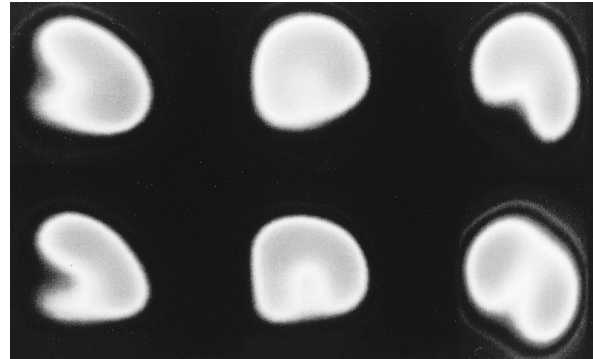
Case 1: Tl and BMIPP myocardial scintigrams obtained 4 months after onset
